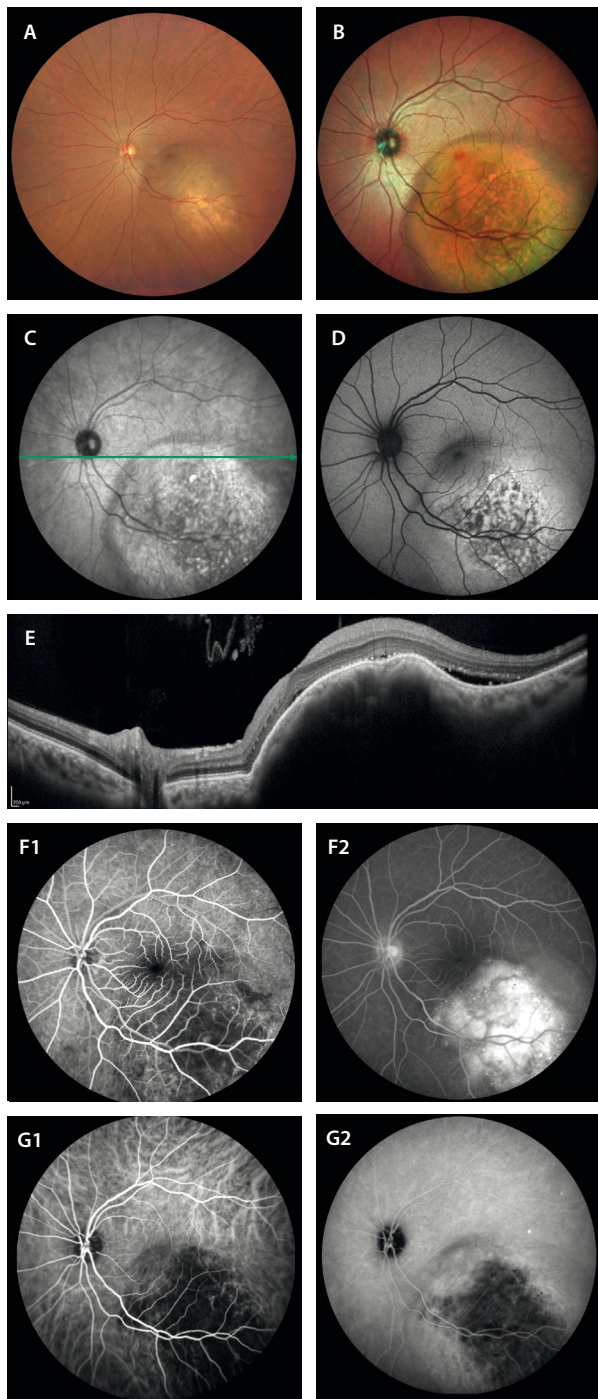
Metástasis coroidea nodular. A) La retinografía muestra una lesión nodular amarillenta en la arcada temporal inferior. B) En la imagen multicolor se puede delimitar mejor, detectando los cambios asociados en el epitelio pigmentario de la retina. C) Imagen infrarroja que demuestra una lesión de reflectividad heterogénea. D) La autofluorescencia muestra un patrón hipoafluorescente-hiperafluorescente. E) En el corte de la tomografía de coherencia óptica (que corresponde con la flecha verde en C) se observa una lesión coroidea multinodular hiporreflectiva con un contorno ondulado del epitelio pigmentario de la retina (*lumpy-bumpy*), cambios granulares en el epitelio pigmentario de la retina y fluido subretiniano. F1 y F2) En la angiografía con fluoresceína se aprecia una lesión hipofluorescente en tiempos precoces (F1) e hiperfluorescente en tiempos tardíos con puntos de fuga (*pinpoints*) (F2). G1 y G2) La angiografía con verde de indocianina demuestra una lesión hipocianescente desde tiempos precoces (G1) hasta tiempos tardíos (G2).
